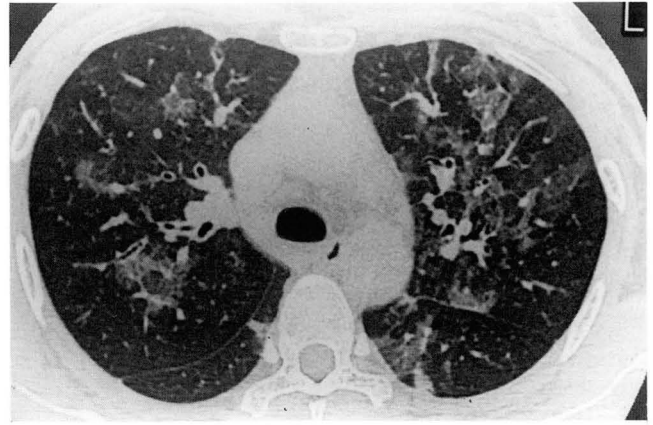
27-year-old man with mycoplasma pneumonia. High-resolution CT scan shows diffuse nonsegmental ground-glass opacity in both lungs.
